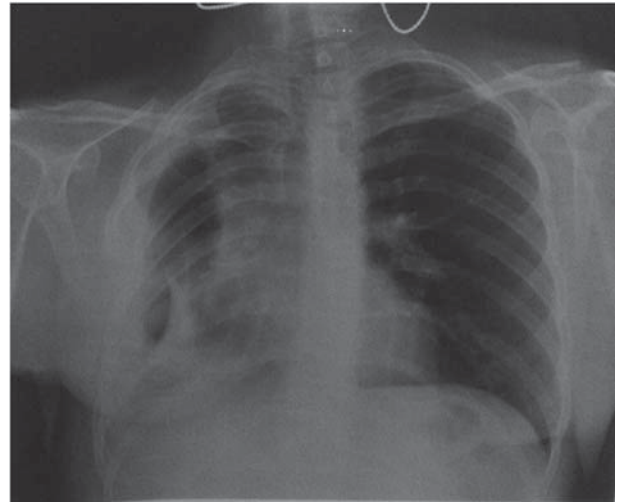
Рентгенограмма больной в динамике.
